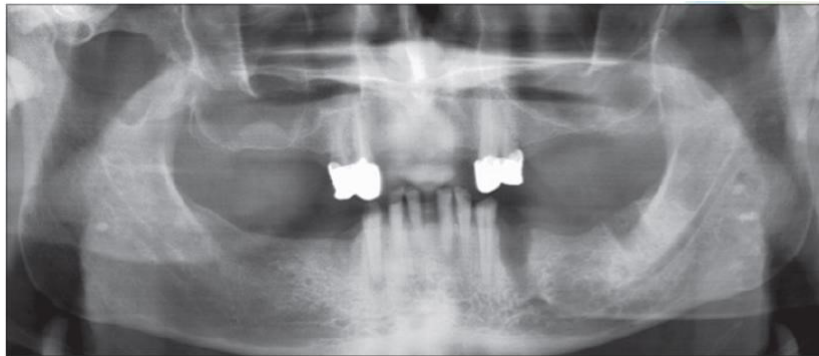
Pseudocisto antral em radiografia
